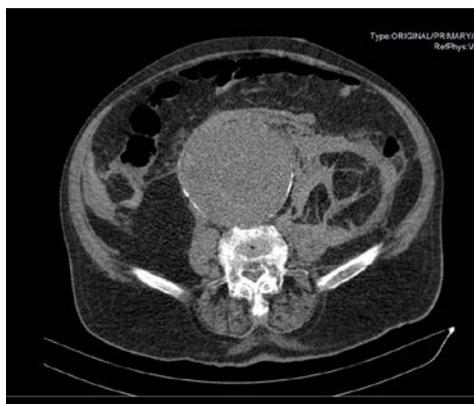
TAC sin contraste. Aneurisma de aorta infrarrenal de 14 centímetros de diámetro.
